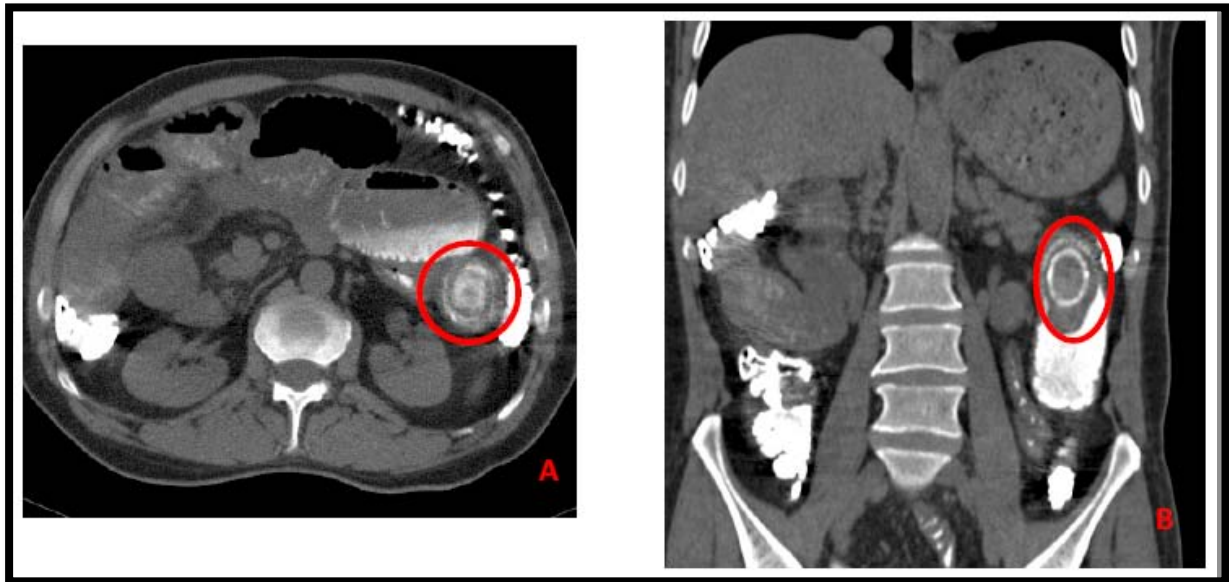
TDM C+ coupes axiale et coronale: Iléus biliaire suite à la migration d'un calcul Biliaire dans le duodénum et l'intestin grêle. Il s'agit d'un calcul intra-luminal ectopique.
